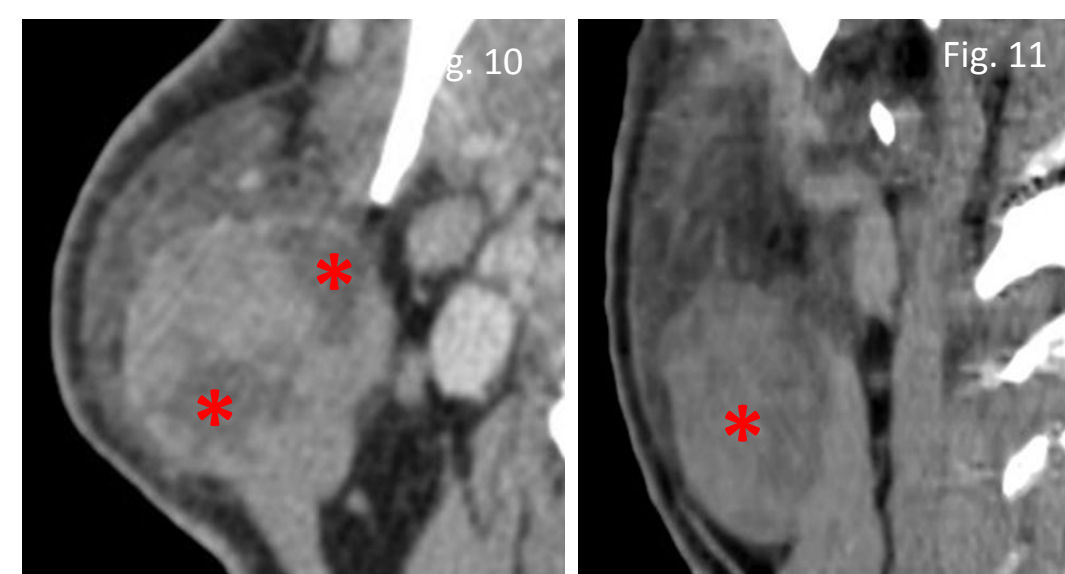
TC com contraste, tumor de Warthin heterogêneo, com áreas quísticas (*) e sólidas. Fig. 11: TC com contraste (reformatação coronal), tumor de Warthin com localização típica na cauda da parótida (*)
